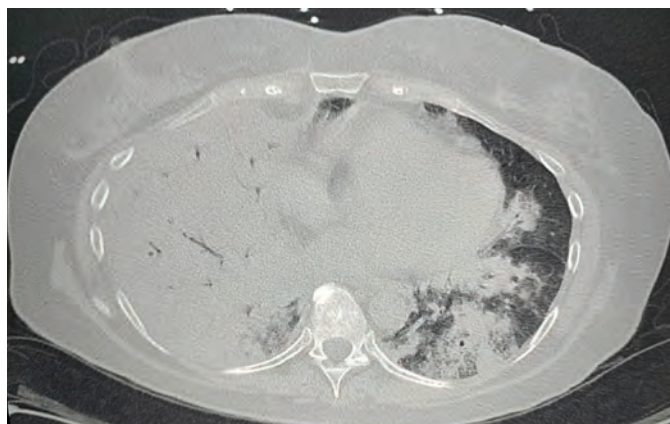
Tomografía de tórax, donde se observa neumonía de focos múltiples.
